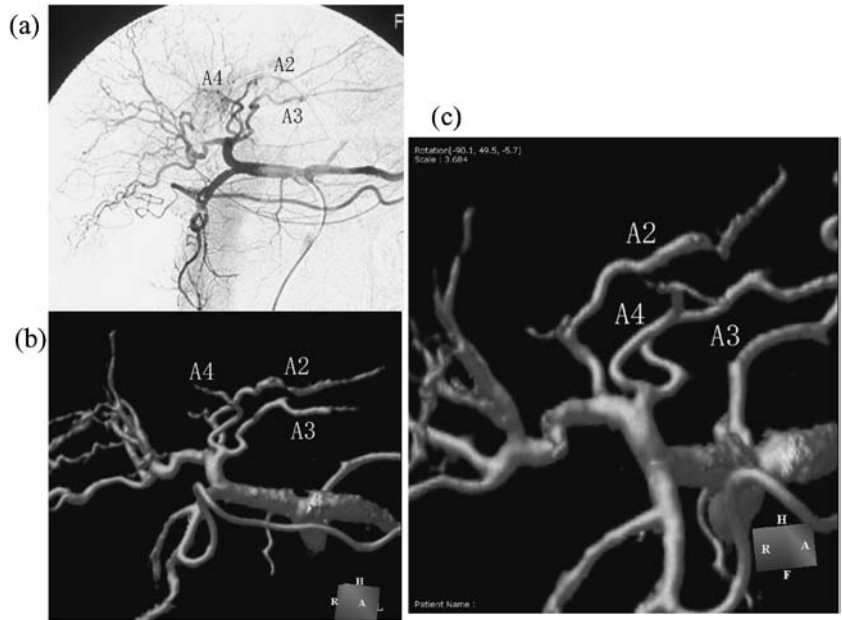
(a) conventional angiography. The left hepatic artery was judged to have a short trunk with branches at A2, A3 and A4. (b) (c) CT angiography. In fact, A3 and A4 are clearly visualized to originate from the proper hepatic artery, while A2 originates from its distal end.
